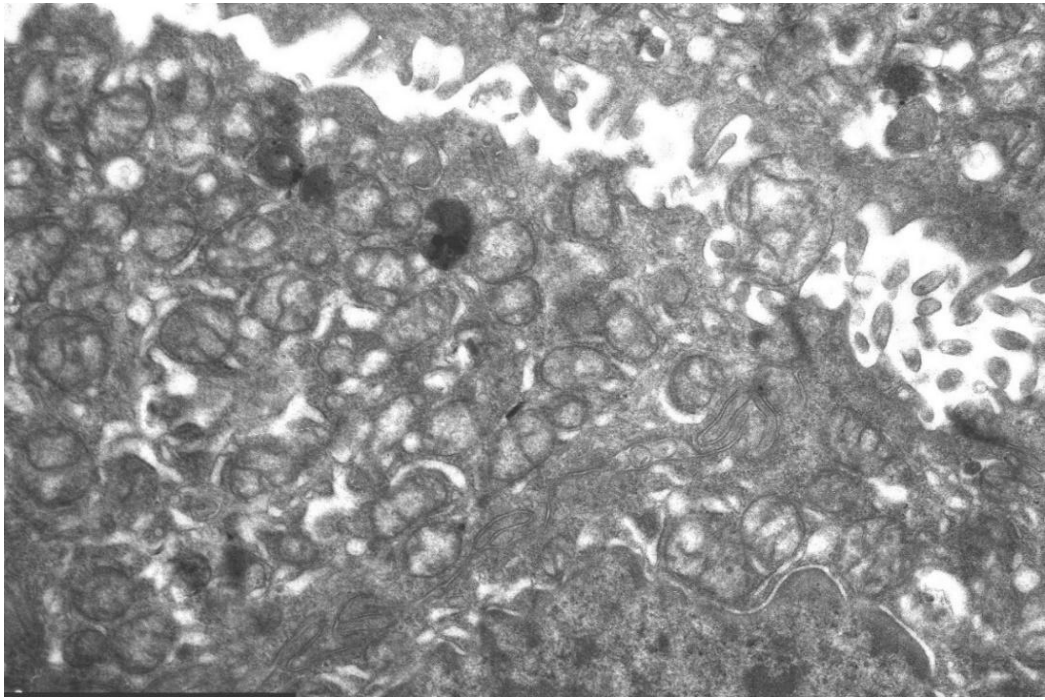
Дистальный фрагмент нефрона после перфузии. В цитоплазме клетки большое количество митохондрий с сохраненными кристами. Межклеточные контакты сохранены, ув. 14000х
